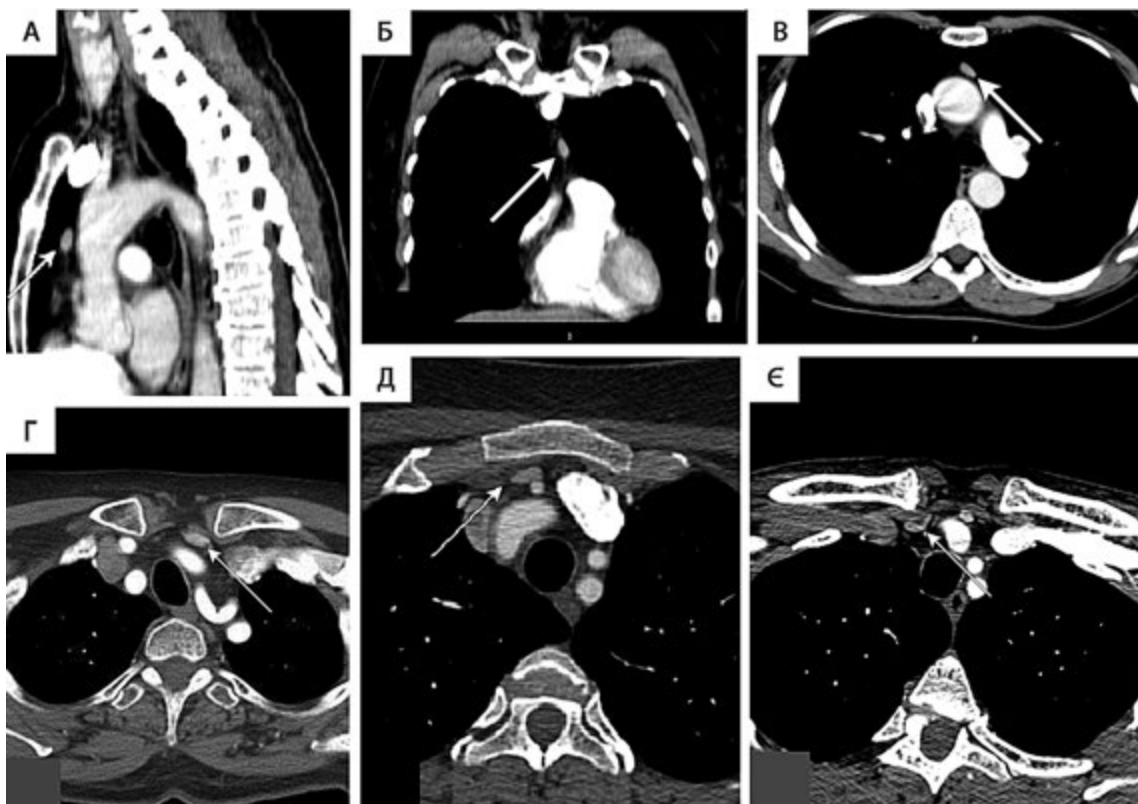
КТ-зображення ектопічного розташування аденом прищитоподібної залози (А, Б, В — у тиреотимічній зв'язці; Г, Є — ретроключично; Д — ретростерально)
